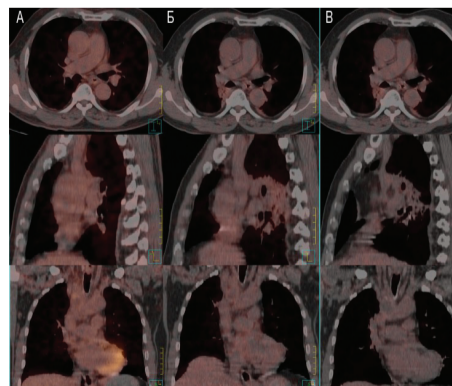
ВПВ при контрольных ПЭТ/КТ-исследованиях через 1 мес (А), 3 мес (Б) и 45 мес (В) после начала лечения
